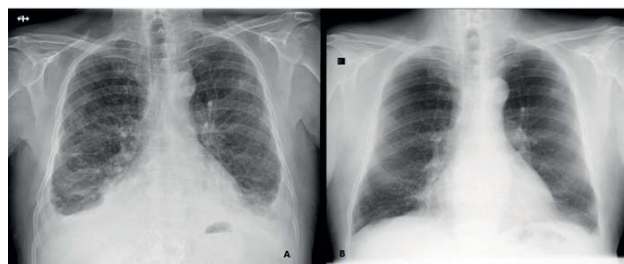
A: Radiografía de tórax al ingreso en Neumología. B: Radiografía de tórax un mes después.
